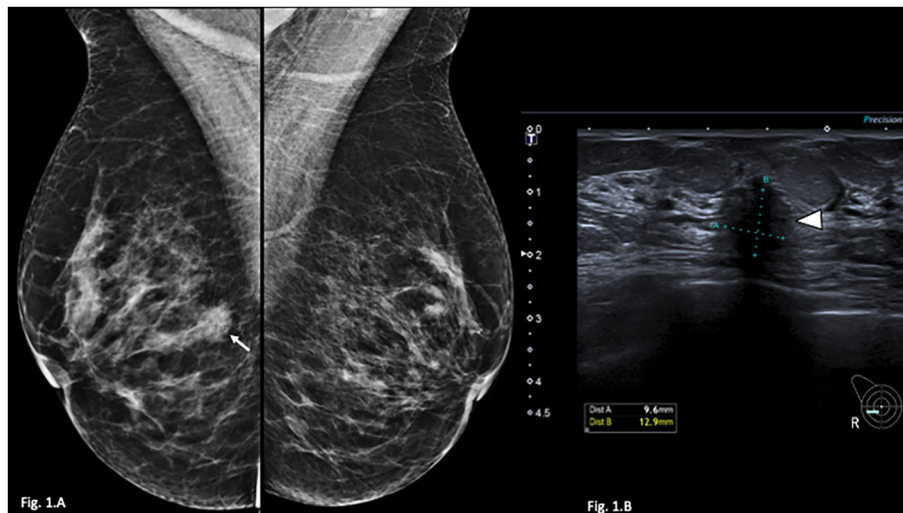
Mamografía y ecografía mamaria. A) Mamografía bilateral en proyección oblicua medio lateral que muestra un nódulo denso, con margen espiculado, en el plano posterior del cuadrante inferoexterno de la mama derecha (flecha blanca). B) Ecografía de cuadrante inferoexterno de la mama derecha que muestra un nódulo hipocogénico, irregular, con margen indefinido, de 13 x 9,6 mm, con orientación antiparalela y sombra acústica posterior.
